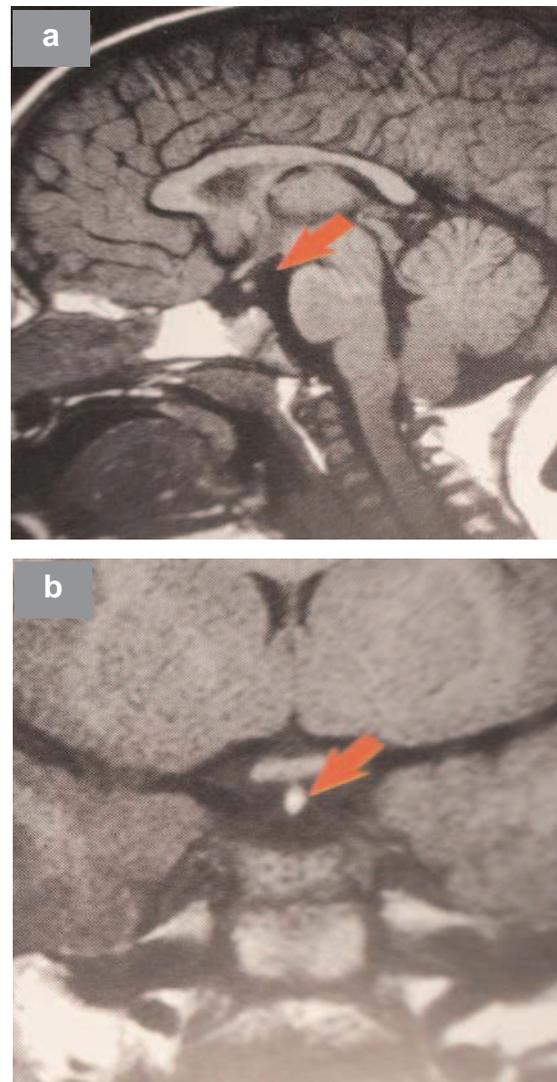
a, b : IRM hypothalamo-hypophysaire d'un enfant de 14 ans avec post hypophyse ectopique, hypoplasie hypophysaire + tige pituitaire interrompue
